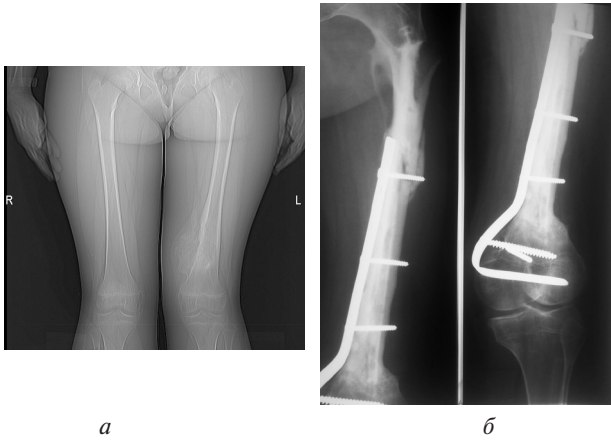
Рентгенограма *хворої С.*, 13 років, з остеосаркомою правої стегнової кістки: а) до початку лікування; б) 54 міс після проведеної операції субтотальної резекції правої стегнової кістки, пластики дефекту васкуляризованою малою м'якою кісткою та автоклаваною стегновою кісткою
